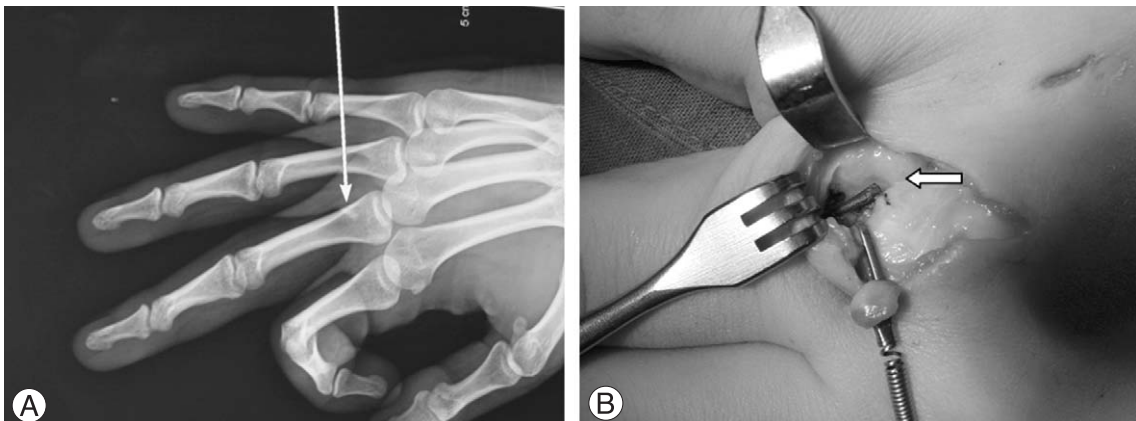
A 21-year-old man visits the hospital to treat glass cut of hand. The retained foreign body is revealed on plain film incidentally. The patient recalls having been pricked by pencil lead 5 months ago. (A) Preoperative plain film shows the pencil lead around the third metacarpophalangeal joint. (B) Intraoperative photograph shows the pencil lead dorsoulnar to joint.
